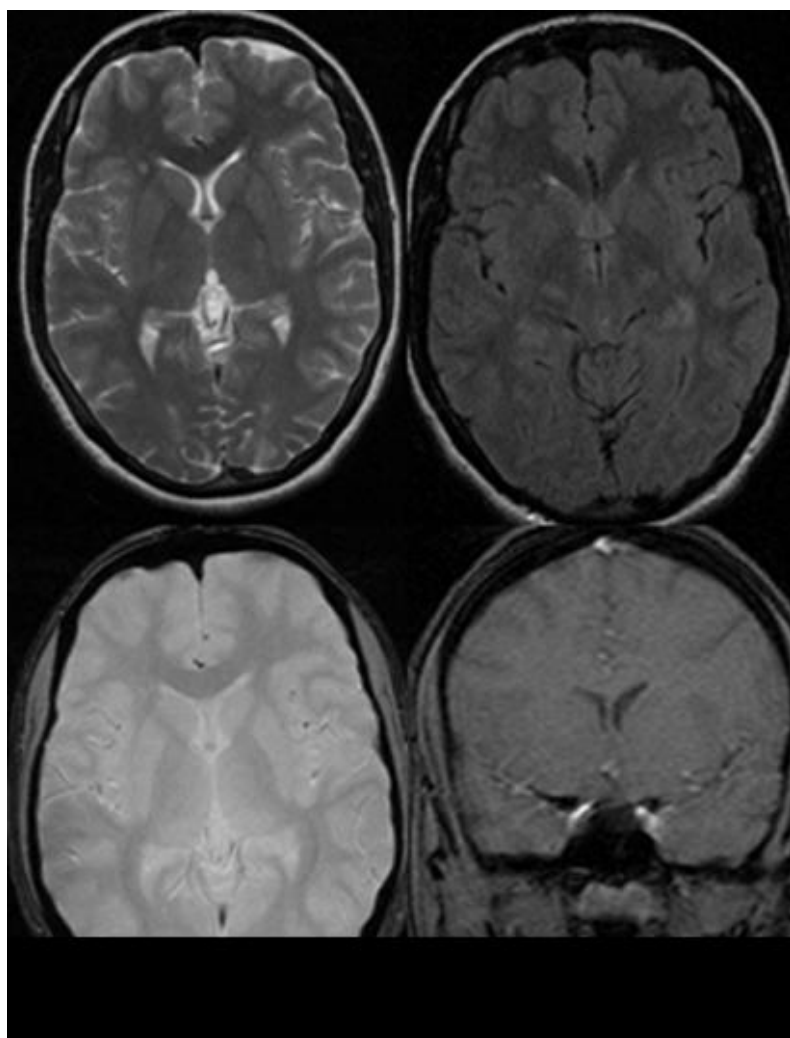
IRM cérébrale coupe axiale T2, FLAIR, T2* et coupe coronale après injection de gadolinium: normale
